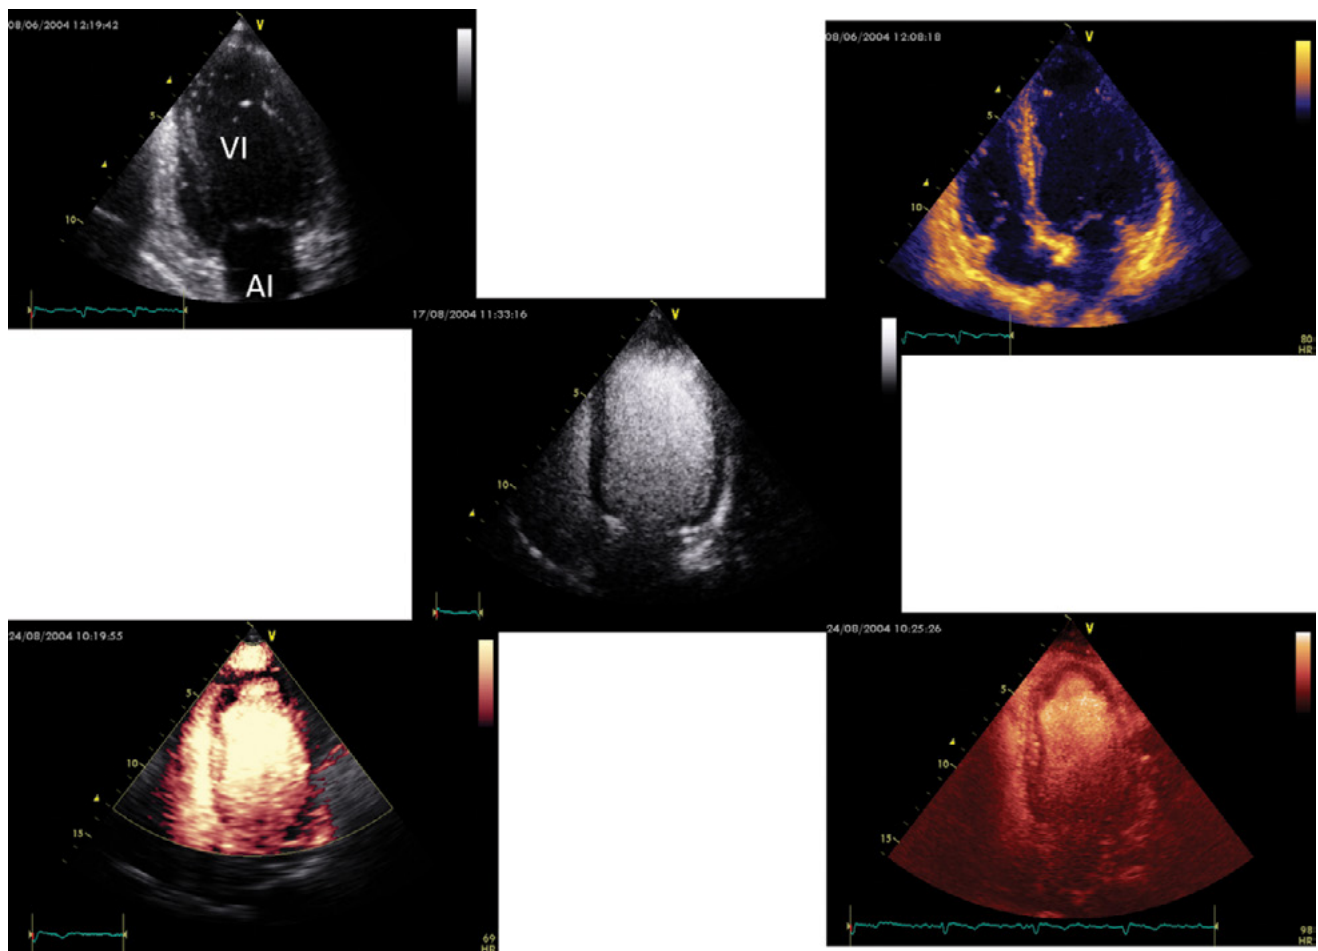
Ecocardiograma transtorácico. Proyecciones apicales. Estudio con contraste que cruza la circulación pulmonar. Se llena la cavidad del VI, se limita adecuadamente el endocardio. En los latidos siguientes, se aprecia contraste en el miocardio ventricular.
